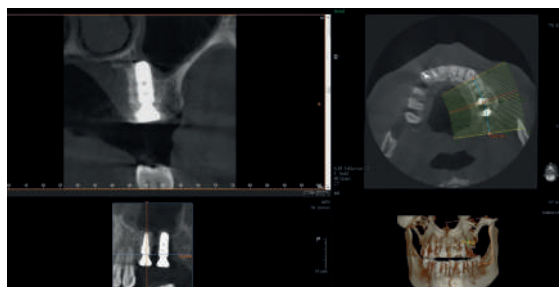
КТ в послеоперационном периоде. 26 (вверху), 27 (внизу)
